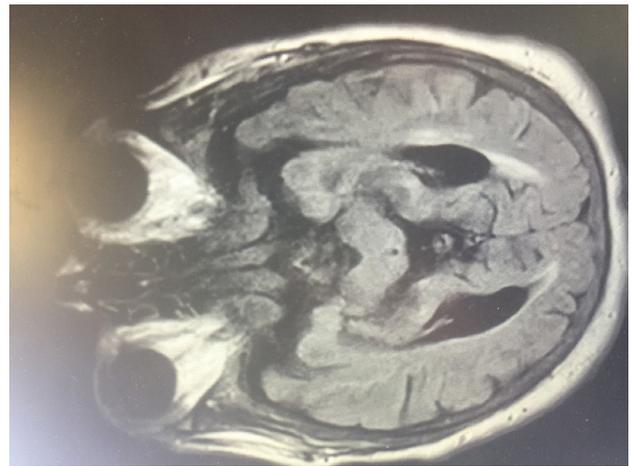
MRI image of the patient 2 demonstrates bilateral edema involving the mesial temporal lobes
